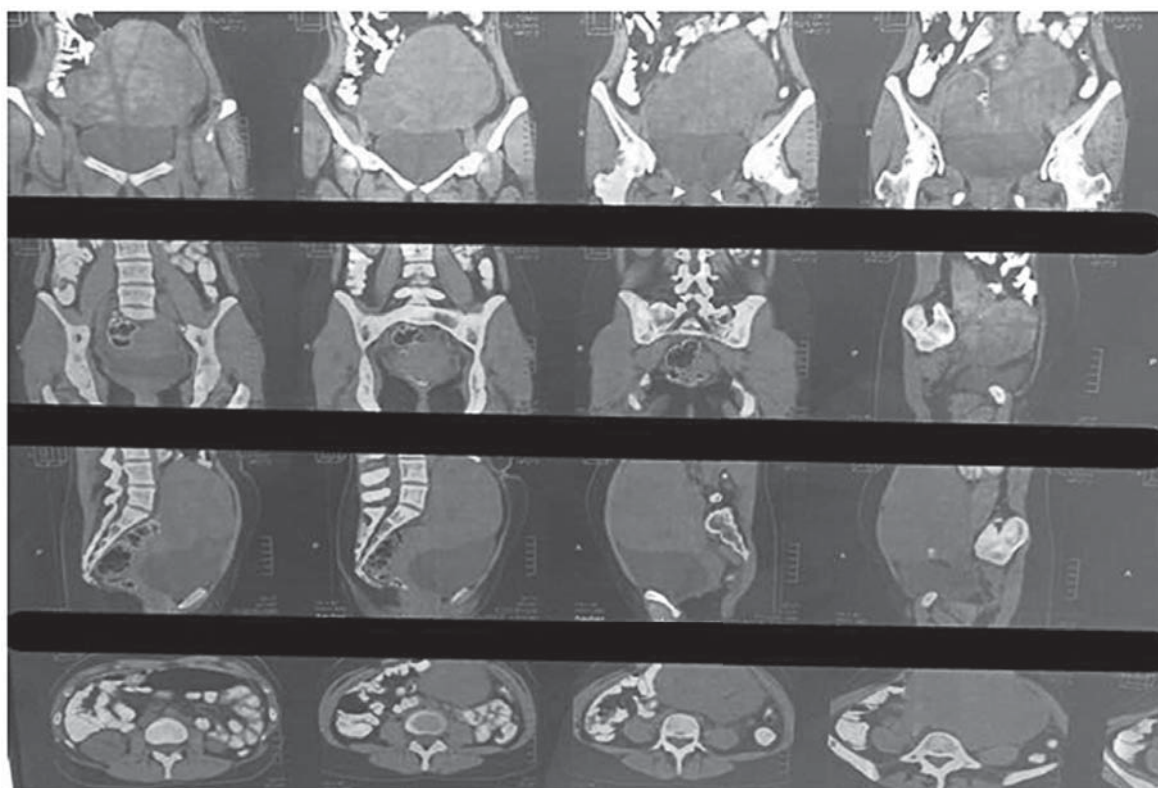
Tomografia computerizată din 06.03.2011
